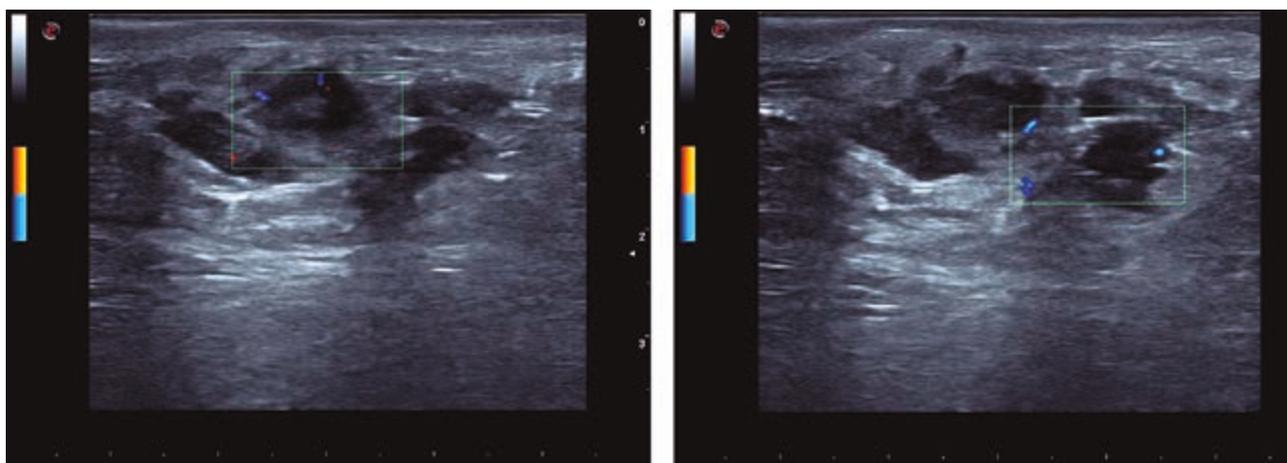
con Doppler Potencia muestra una vascularización difusa. Parece invadir dermis y tejido celular subcutáneo.
